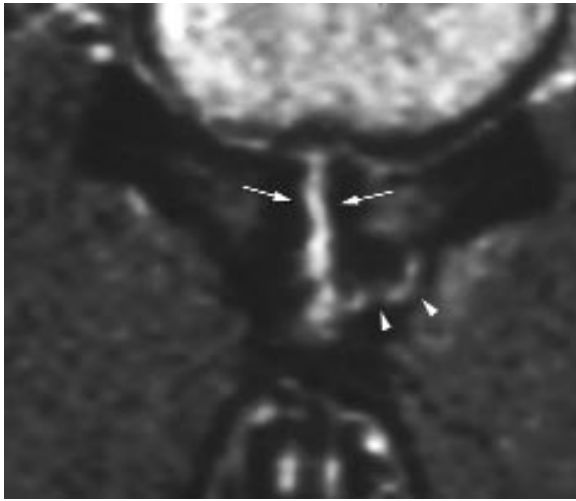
Signe de la seconde fente : IRM en coupe frontale et en séquence T2 montrant l'extension périphérique (tête de flèche) de la fente centrale (flèche).
